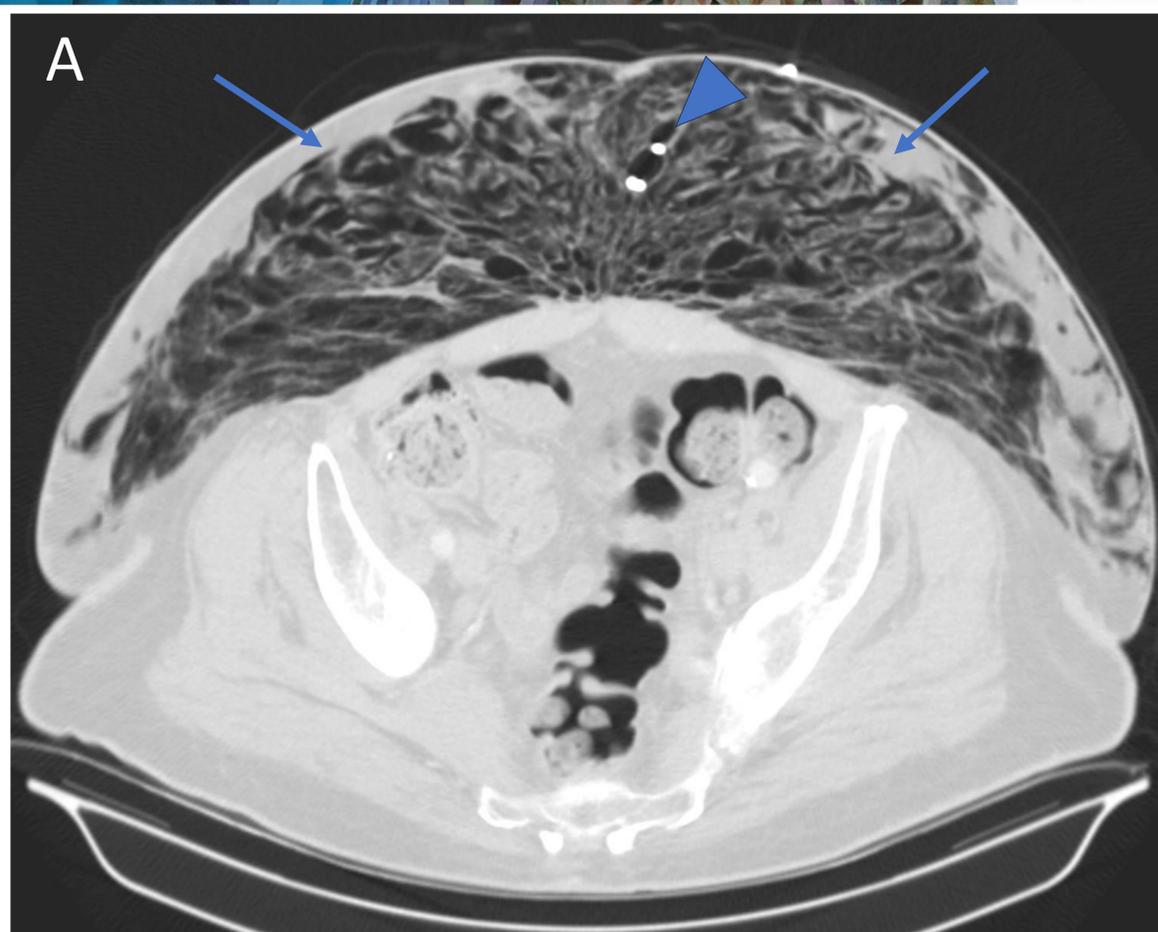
Cortes axial (A) y sagital (B) en ventana de pulmón y corte coronal (C) de la TC del neumoperitoneo. Se observa un severo enfisema subcutáneo en la pared abdominal anterior (flechas finas), encontrándose el extremo del catéter pigtail en esta localización (cabezas de flecha). No hay neumoperitoneo
